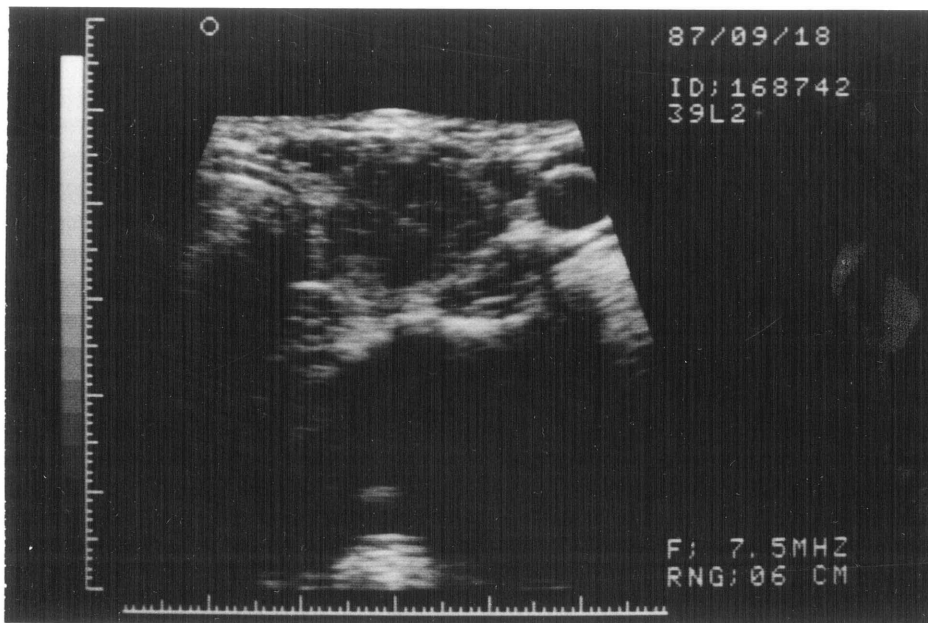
a 低エコー (hypoechoic) の結節
